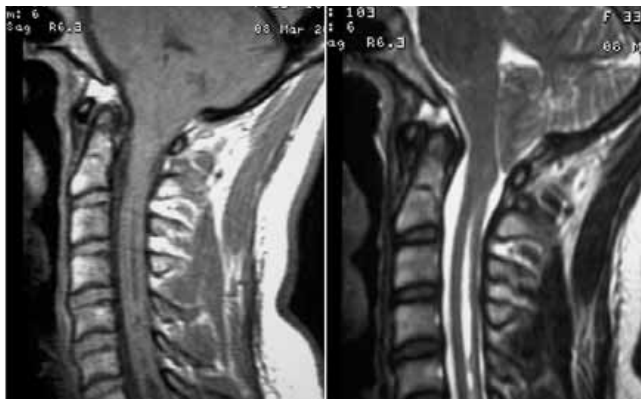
Resonancia magnética en proyección sagital. Nótese el claro descenso de las amígdalas cerebelosas y la siringomielia cervical; ésta última se aprecia más claramente en la fase T2 (derecha) que en la fase T1 (izquierda).
